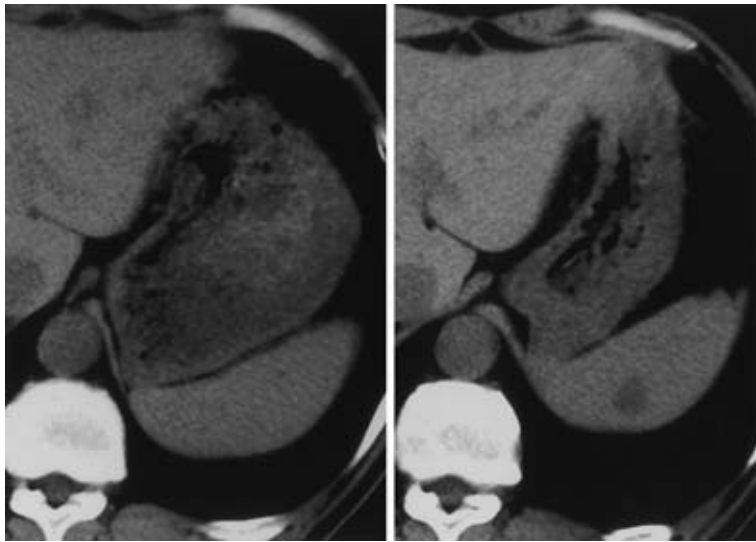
CT showed a size up of the tumor to 20×16 mm 16 months after the operation.
